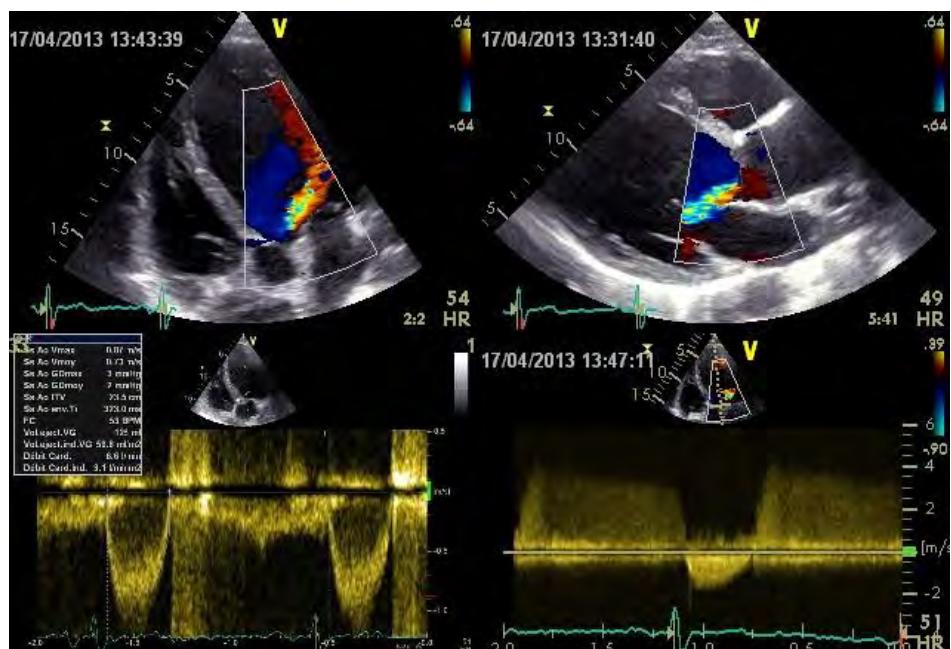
flux régurgitant d'insuffisance aortique en Doppler couleur
